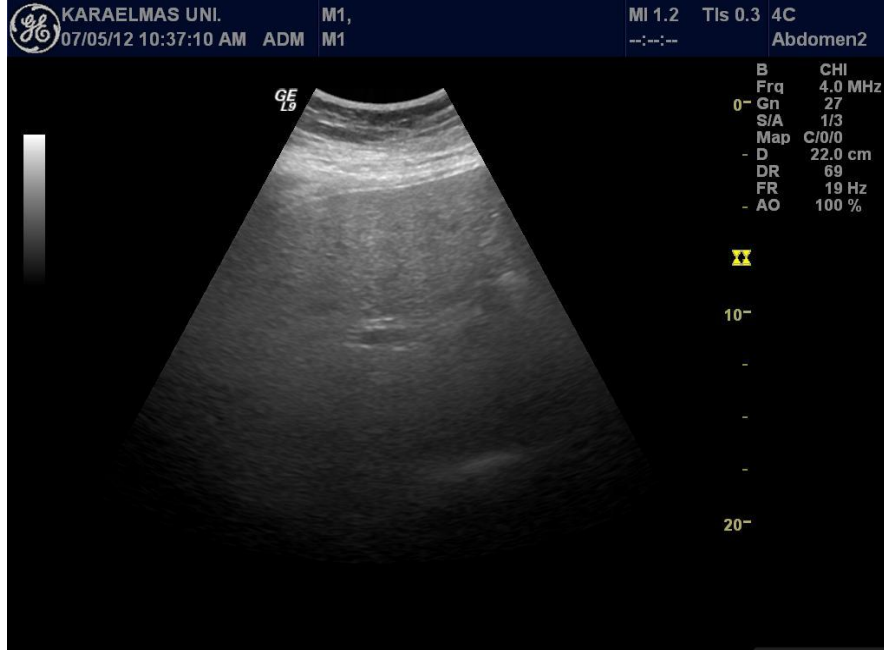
Grade 1 hepatosteatoz ultrasonografik görünümü
